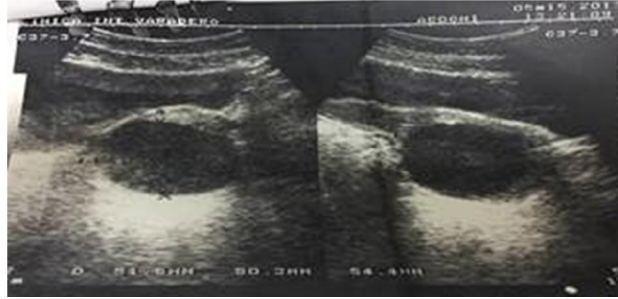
Ultrasonido ginecológico realizado a la paciente.
